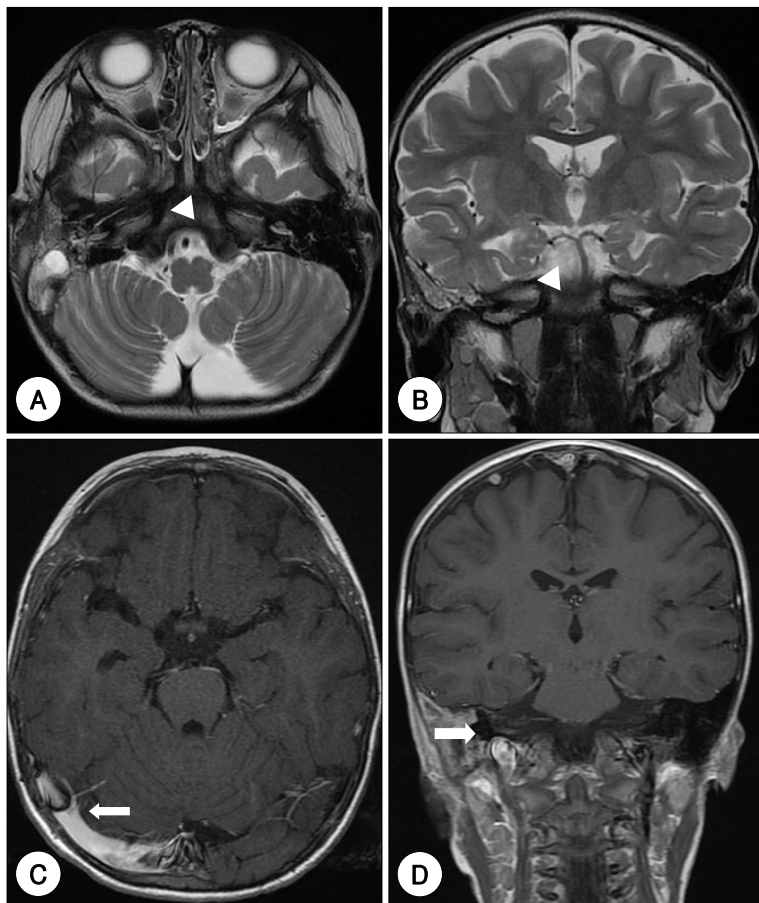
A : Preoperative Axial enhanced T2-weighted MR image shows right otomastoiditis without petrositis (White arrow head) . B : Preoperative coronal enhanced T2-weighted MR image shows right otomastoiditis without petrositis (White arrow head) . C : Axial enhanced T1-weighted MR image shows slow flow velocity of the right transverse sinus (White arrow) D : Coronal enhanced T1-weighted MR image shows slow flow velocity of the right internal jugular vein (White arrow) .
